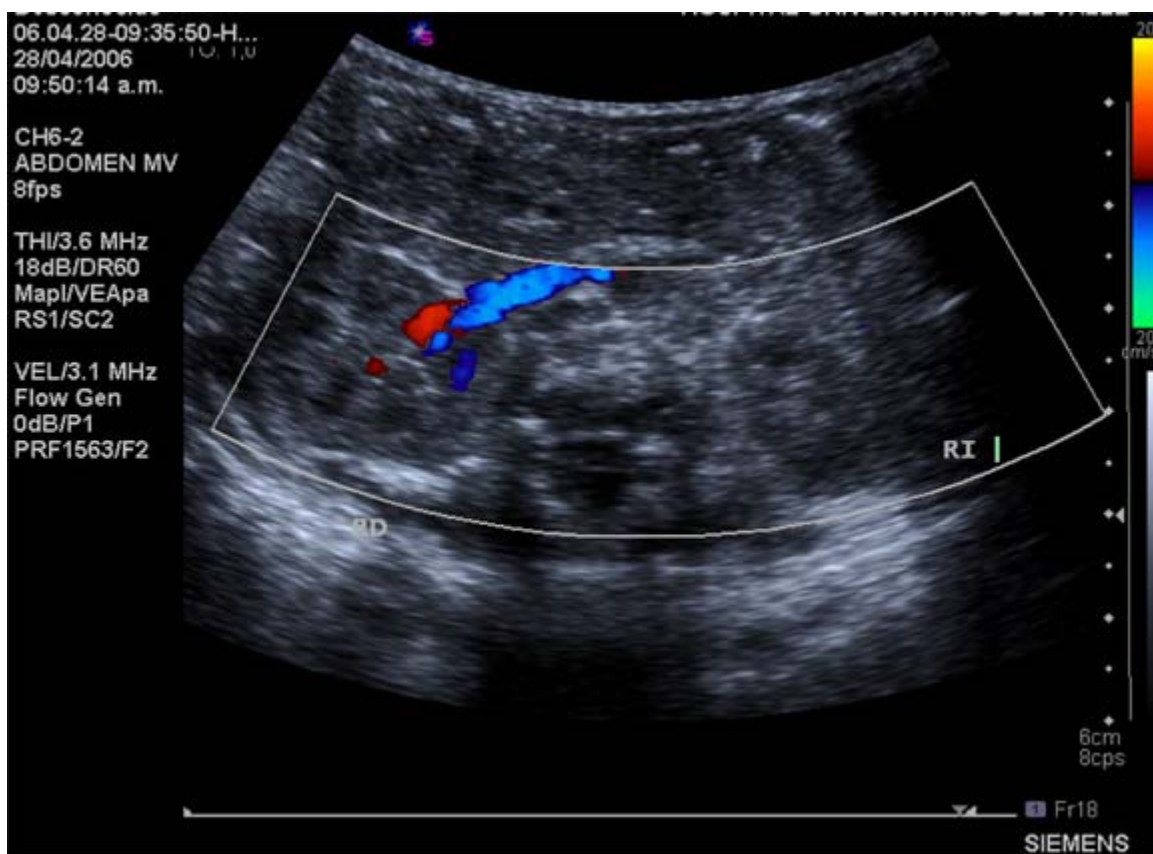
Ecografía doppler renal, noveno día de vida. Se evidencia ausencia de flujo arteria renal izquierda
